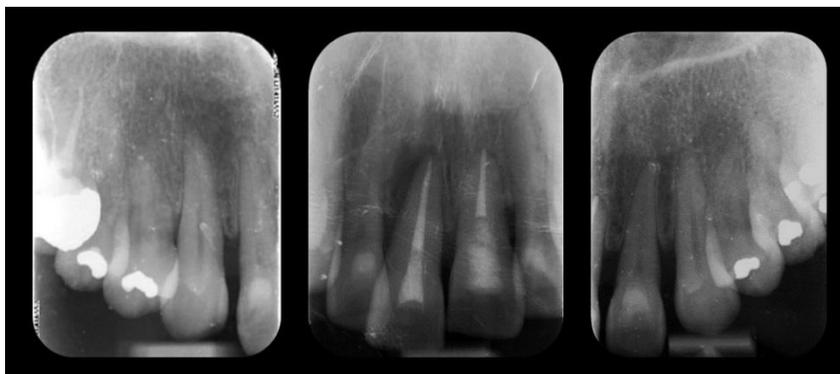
Radiografías dentoalveolares del sector anterior.
